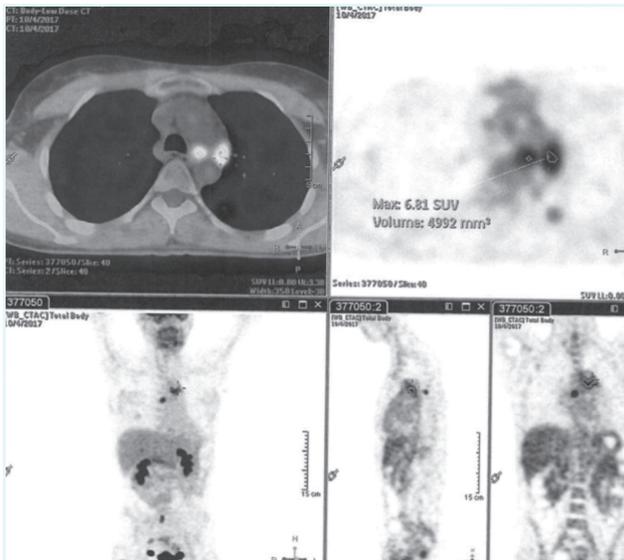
PET 04-10-17 -¹⁸F avidez para FDG em nódulos pulmonares no LIE; gg mediastínicos na janela aortopulmonar; estruturas esqueléticas na região sagrada a nível do espinhal esquerdo, no glúteo direito e dúvidas na omoplaça dta.
